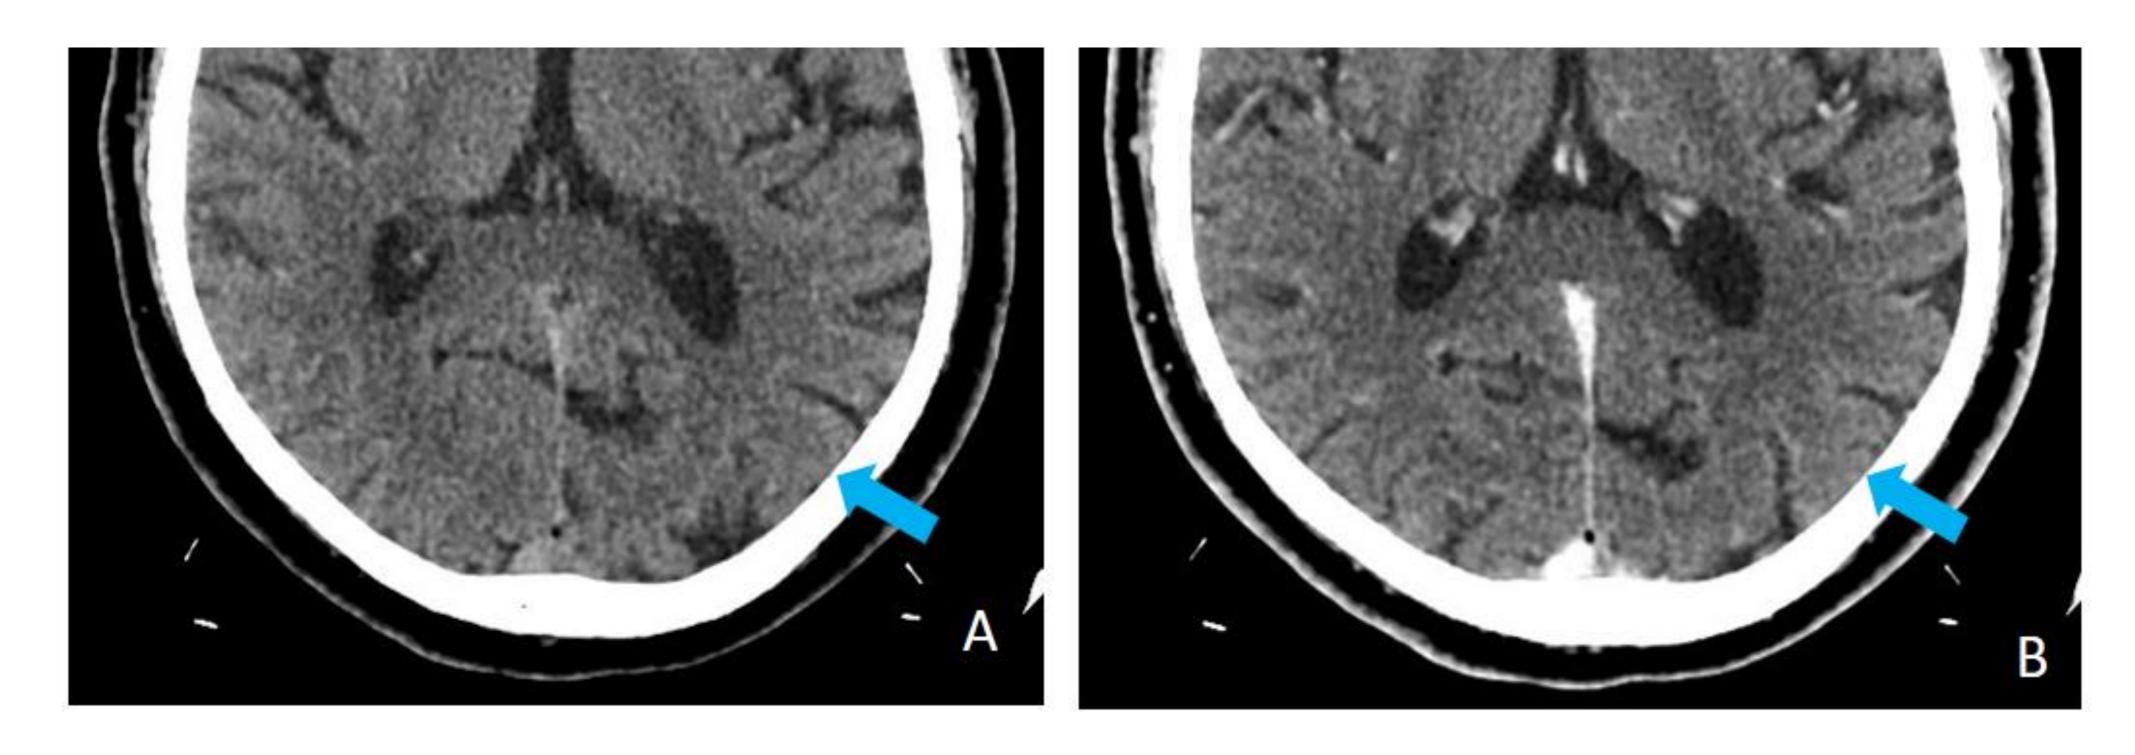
TC axial sin contraste (A) y con contraste (B) del mismo paciente de la figura 1, donde no logran se identifican las lesiones parietales posteriores izquierdas compatibles con MVNT visualizadas en la RM.
